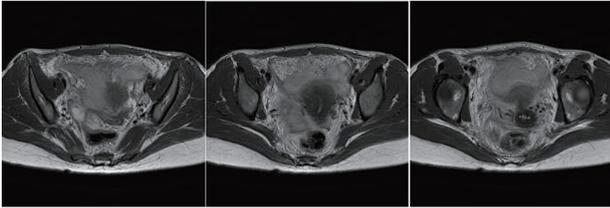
骨盤部造影 MRI (T2 強調) 1 回目入院時骨盤内に多発膿瘍もしくは被包化された腹水貯留を認め, 同部位は T2 強調でやや高信号である
